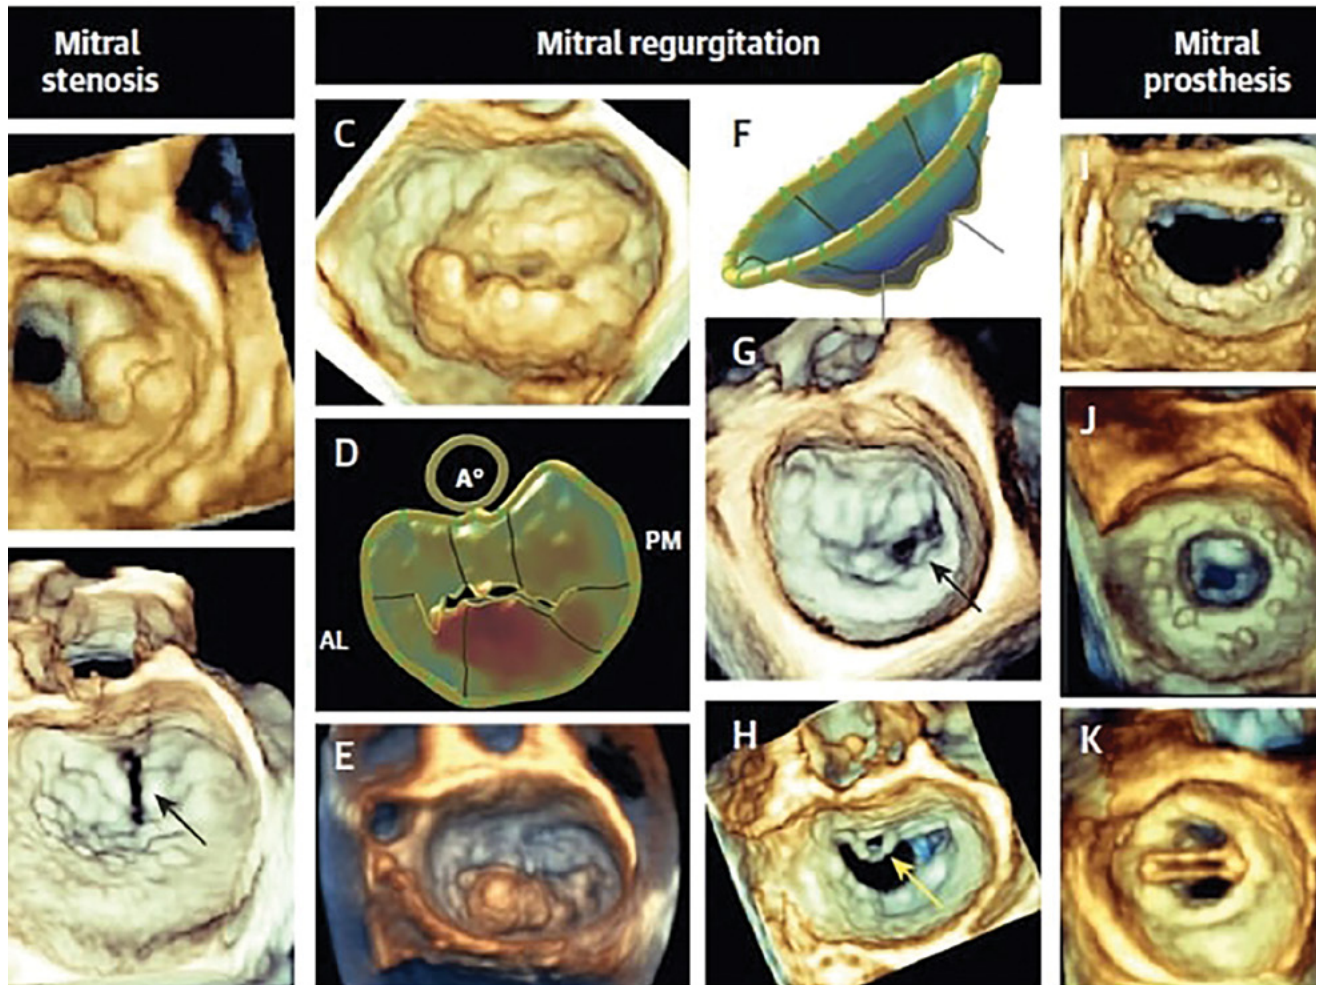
Ecocardiograma tridimensional desde la perspectiva de la aurícula izquierda (la llamada vista del Cirujano) con la válvula aórtica en la posición de las 12 en punto del reloj y el apéndice auricular izquierdo (LAA) en la posición de las 9 en punto para mejor visualización y diagnóstico de una amplia gama de patología valvular mitral, incluidas válvulas nativas y protésicas: (A) estenosis mitral; nótese la fusión comisural y engrosamiento de las valvas de la válvula; (B) hendidura anterior de la valva (flecha negra); (C) degeneración mixomatosa con ondulación de las valvas anterior y posterior; (D) modelo paramétrico (derivado de 3DE) de una válvula mitral representando prolapso de los segmentos P2/P3; (E) P2 flail (F) modelo paramétrico de válvula mitral con regurgitación funcional que muestra el tethering de los velos; (G) fotograma telesistólico en paciente con mala coaptación de las valvas de la válvula mitral (flecha negra); (H) válvula mitral mostrando perforación del velo anterior (A2, flecha amarilla); (I) status post amelooplastia mitral; (J) status post bioprótesis normofuncionante; (K) status post reemplazo mecánico prótesis mitral normofuncionante. (Imagen E cortesía del Dr. Luigi Badano).
